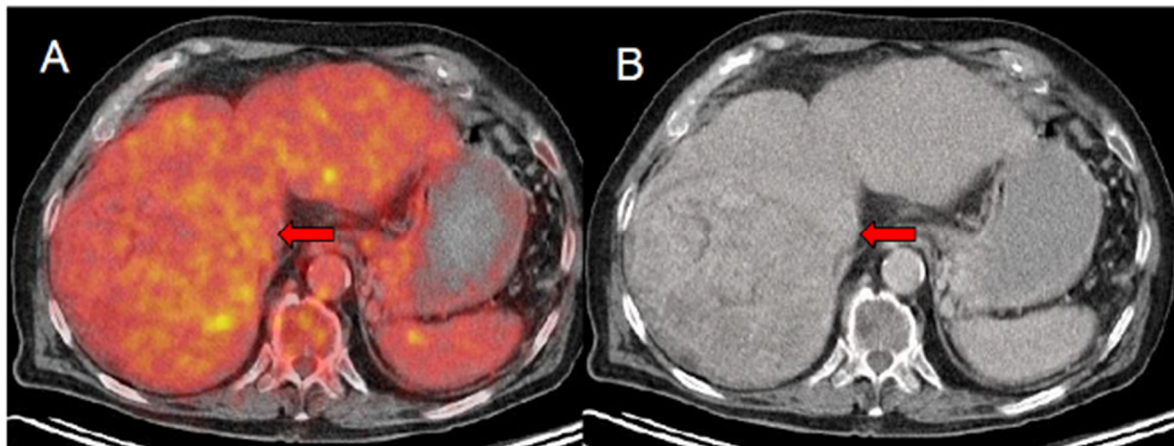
FDG PET/CT Bilder eines Patienten mit FDG-negativem HCC.
